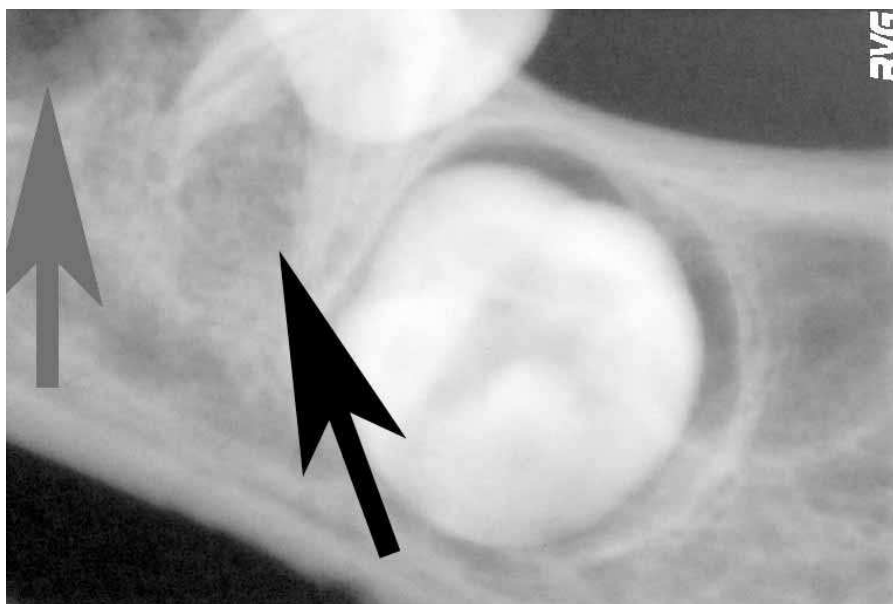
Radiografía digital lado izquierdo de la inhumación CA4-12057 (individuo 1). En negro se muestra la ausencia de germen. En gris, el hueco dejado por el germen dental en formación.
